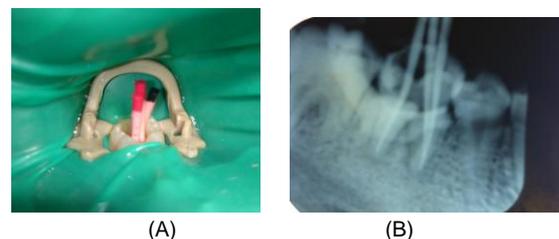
Pengukuran panjang kerja secara radiografis gigi 46.
